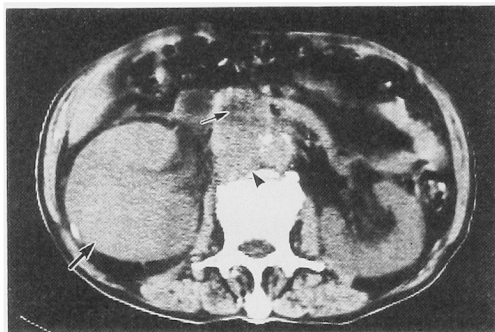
Computerized tomography showed enlargement of right kidney (\uparrow), tumor thrombi (\uparrow), and lymph nodal involvement (\blacktriangle).
